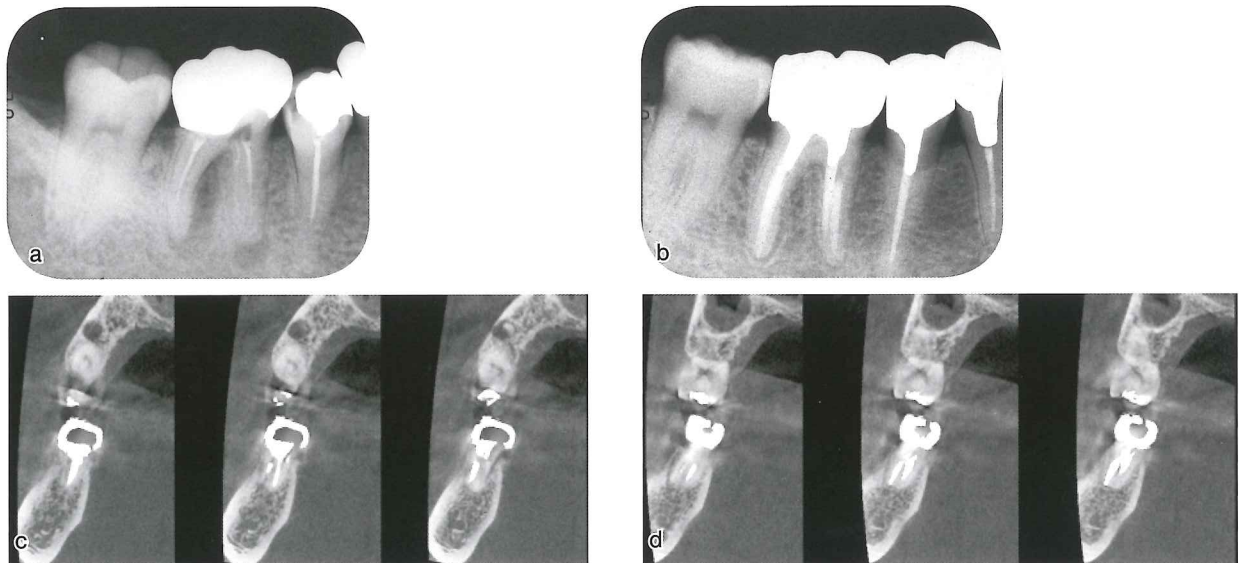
患者は35歳の男性， $\overline{6}$ の咬合痛。a：初診時のデンタルエックス線写真。b：術後5年のデンタルエックス線写真。c：術後のCT画像（近心根）。d：術後5年のCT画像（遠心根）。
